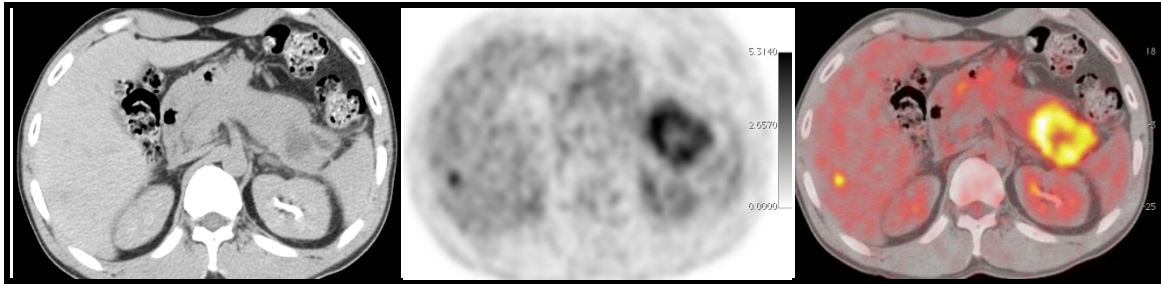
Figura # 25: Imagen PET/CT: 1. Axial: Ldct: que muestra una lesión hipodensa, heterogénea en la cola de páncreas con moderado realce periférico posterior a la administración de medio de contraste. En la imagen PET: Ctac-sms captación de radiofármaco en forma de anillo. En la imagen de fusión se cuantificó un SUVmax de 5.6. Esta tumoración se aprecia mejor en las imágenes coronales. Además se aprecian múltiples imágenes hepáticas nodulares hipodensas de aspecto sólido y realce moderado ubicadas en segmento III, V, VII y VIII con SUVmax de 3.2 en las imágenes de fusión.
